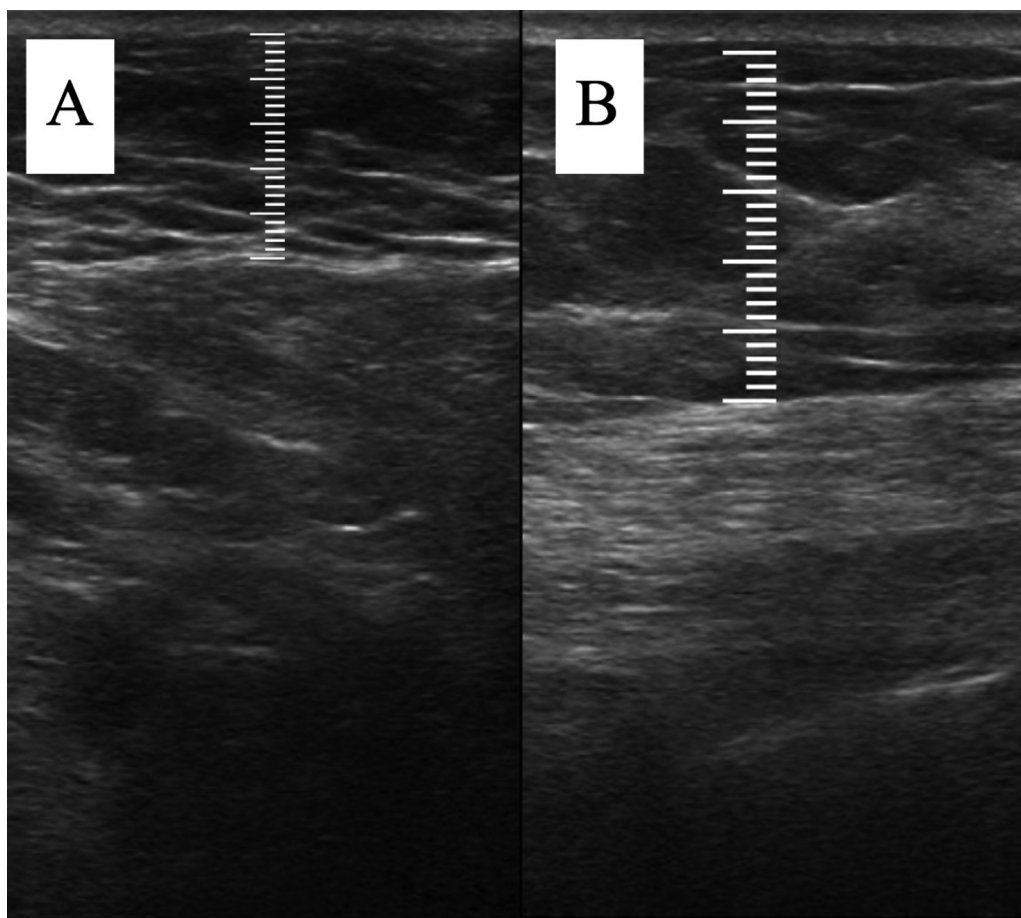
Marcação do ponto de mensuração da espessura subcutânea com a ultrassonografia.
